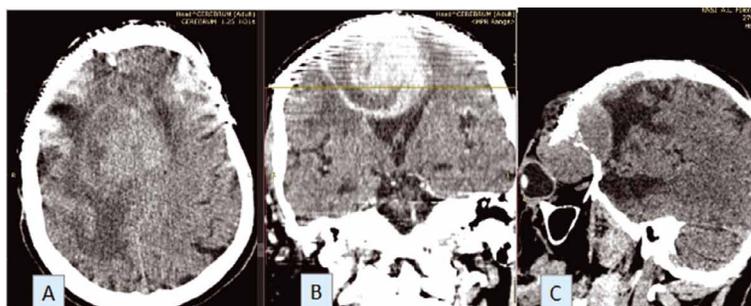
МСКТ с мультипланарной реконструкцией в аксиальной (А), коронарной (В), сагиттальной (С) плоскостях у пациента Л., 56 лет с продолженным ростом менингиомы. Визуализируется гиперденсная ткань опухоли, гетерогенной структуры за счет участков некроза (рис. А, В), отмечается деструкция лобной костной с интраорбитальным распространением опухоли (рис.С).
